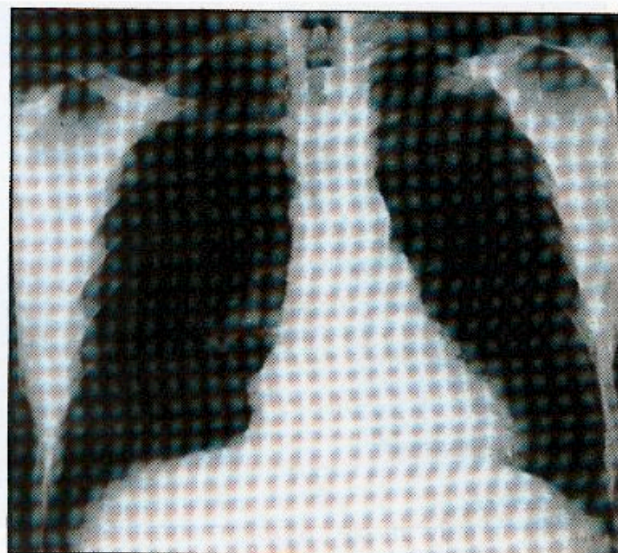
Telerradiografia torácica aparentemente normal (A) de um indivíduo infectado pelo HIV, mas em fase de latência clínica, cujo corte de TAC-AR (B) evidência a presença de lesões bronquetásticas (→).
